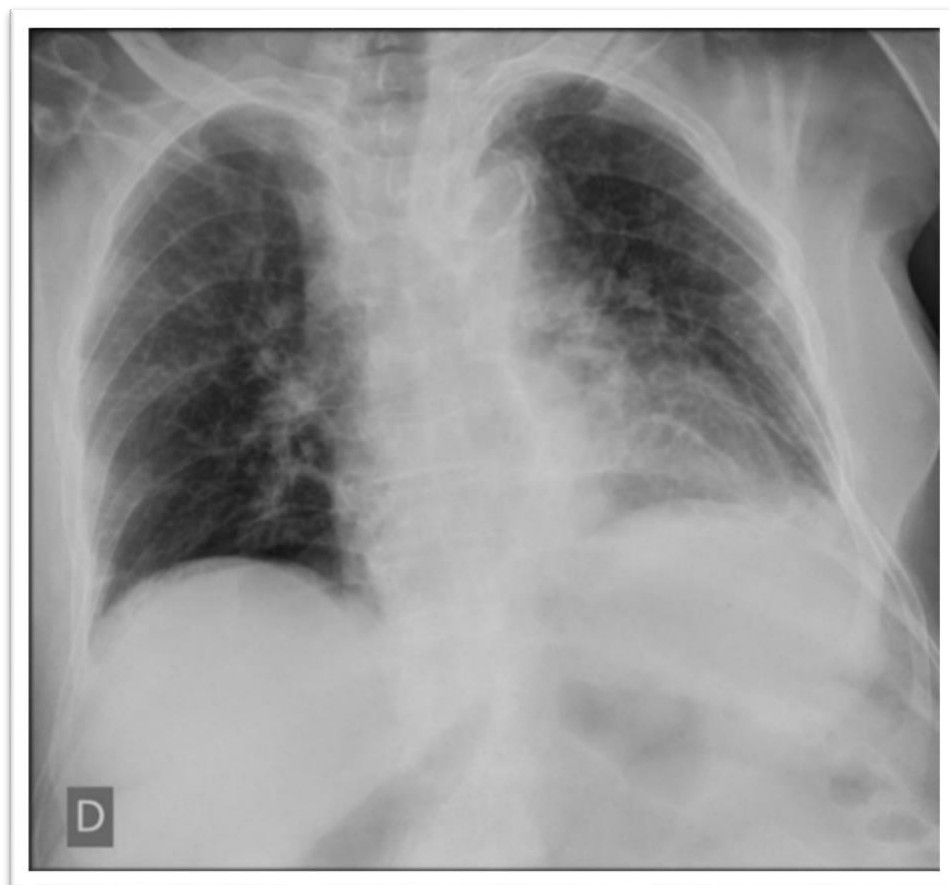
Radiografia de Tórax PA
